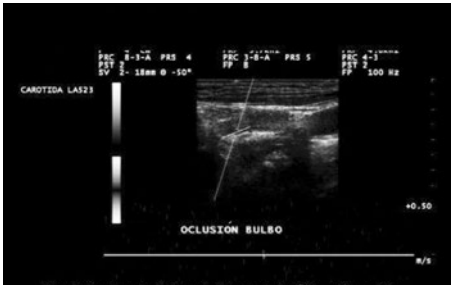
El estudio Doppler pulsado demuestra la ausencia de señales, lo que confirma, la oclusión arterial.
